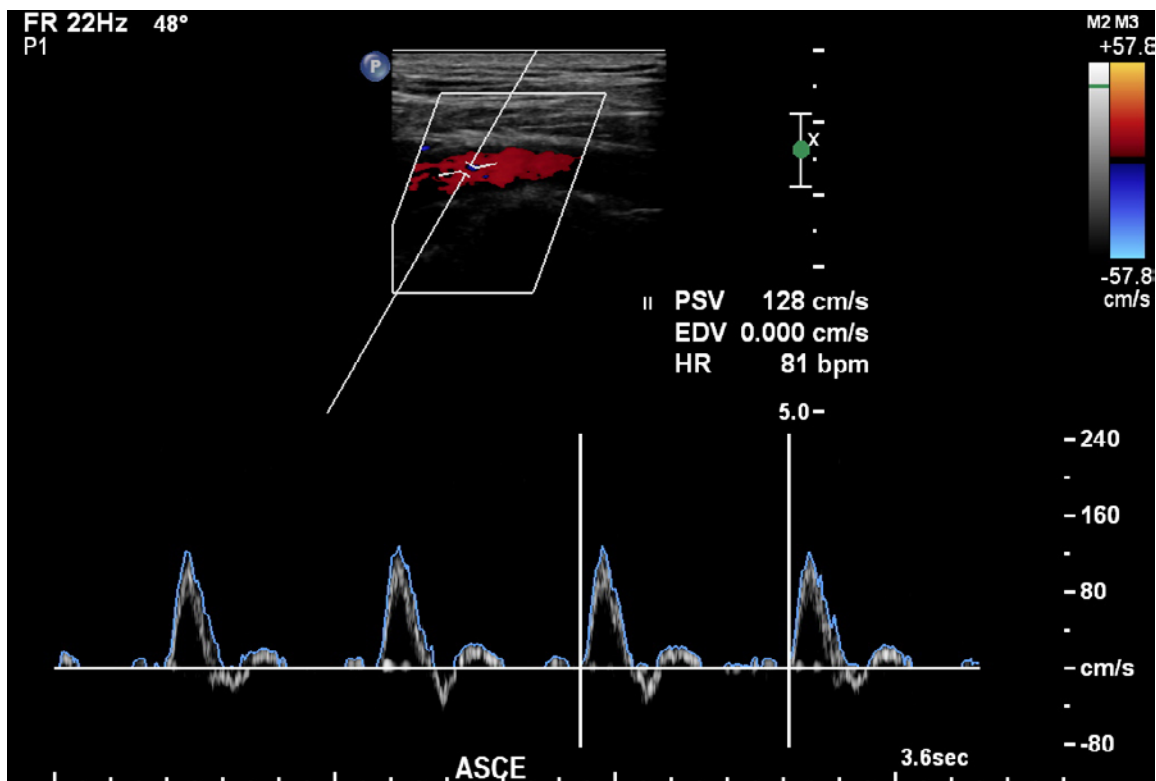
Doppler pulsado da artéria subclávia esquerda no espaço costoclavicular em repouso
